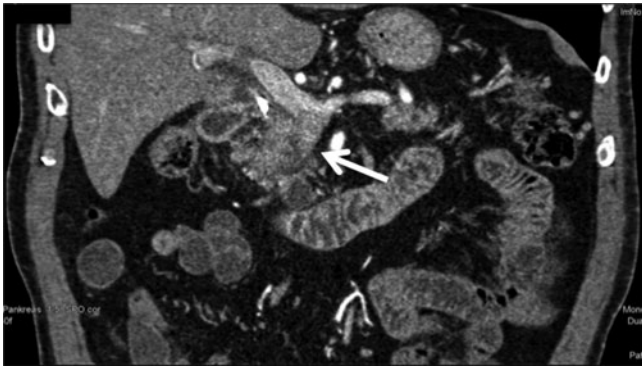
▲ Computertomographie eines entzündlichen Pseudotumors mit vermeintlicher Infiltration der Vena mesenterica superior. Bei dem 82-jährigen Patienten, der sich mit Ikterus präsentierte, fiel diese Pankreaskopfraumforderung als ursächlich für die Gallengangsobstruktion auf (weißer Pfeil). Der CA19-9-Wert war im Rahmen der Cholestase auf 79,9 U/ml erhöht. In der CT zeigt sich die Raumforderung als hypodens und es wurde der bildmorphologische Verdacht auf Infiltration der Vena mesenterica superior durch den Tumor gestellt. Aufgrund dieses dringenden Karzinomverdachts wurde eine pyloruserhaltende Pankreatoduodenektomie nach Traverso-Longmire vollzogen. Hierbei stellte sich eine Autoimmunpankreatitis als ursächlich für die Raumforderung heraus
